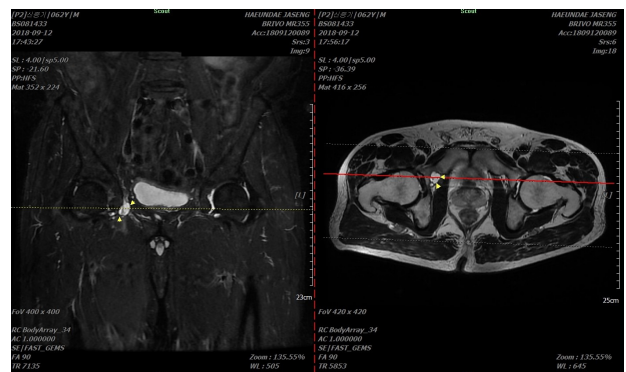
Hip magnetic resonance imaging (September 12, 2018).
